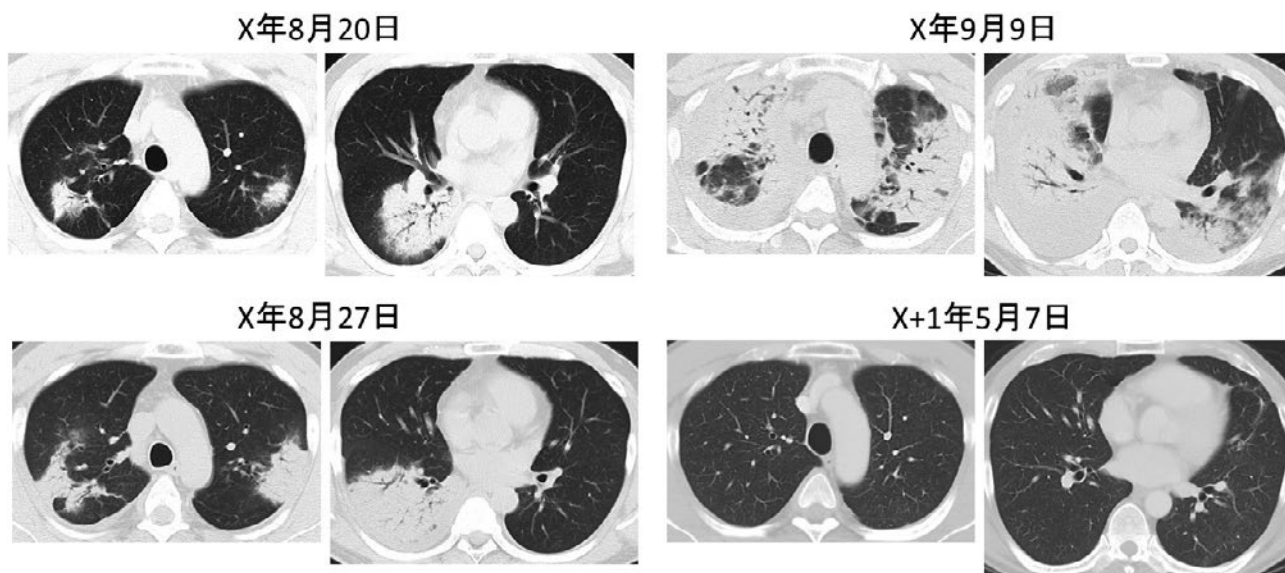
胸部単純 CT. 両肺散在性に区域性的ない浸潤影を認め、経時的に悪化を認めた。両側胸水（右>左）も出現した。明らかな蜂巣肺はみられなかった。退院後の単純 CT ではわずかに索状影を残すのみであった。
